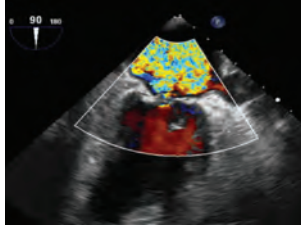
Transesophageal echocardiography (mid-esophageal view 90°) shows a severe mitral valve regurgitation.
